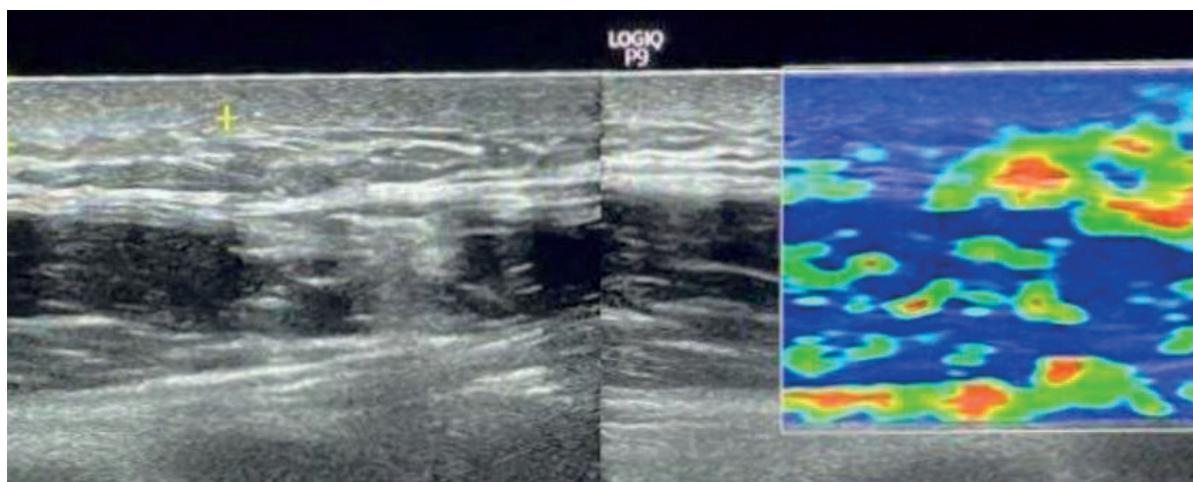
УЗИ мягких тканей правого плеча
